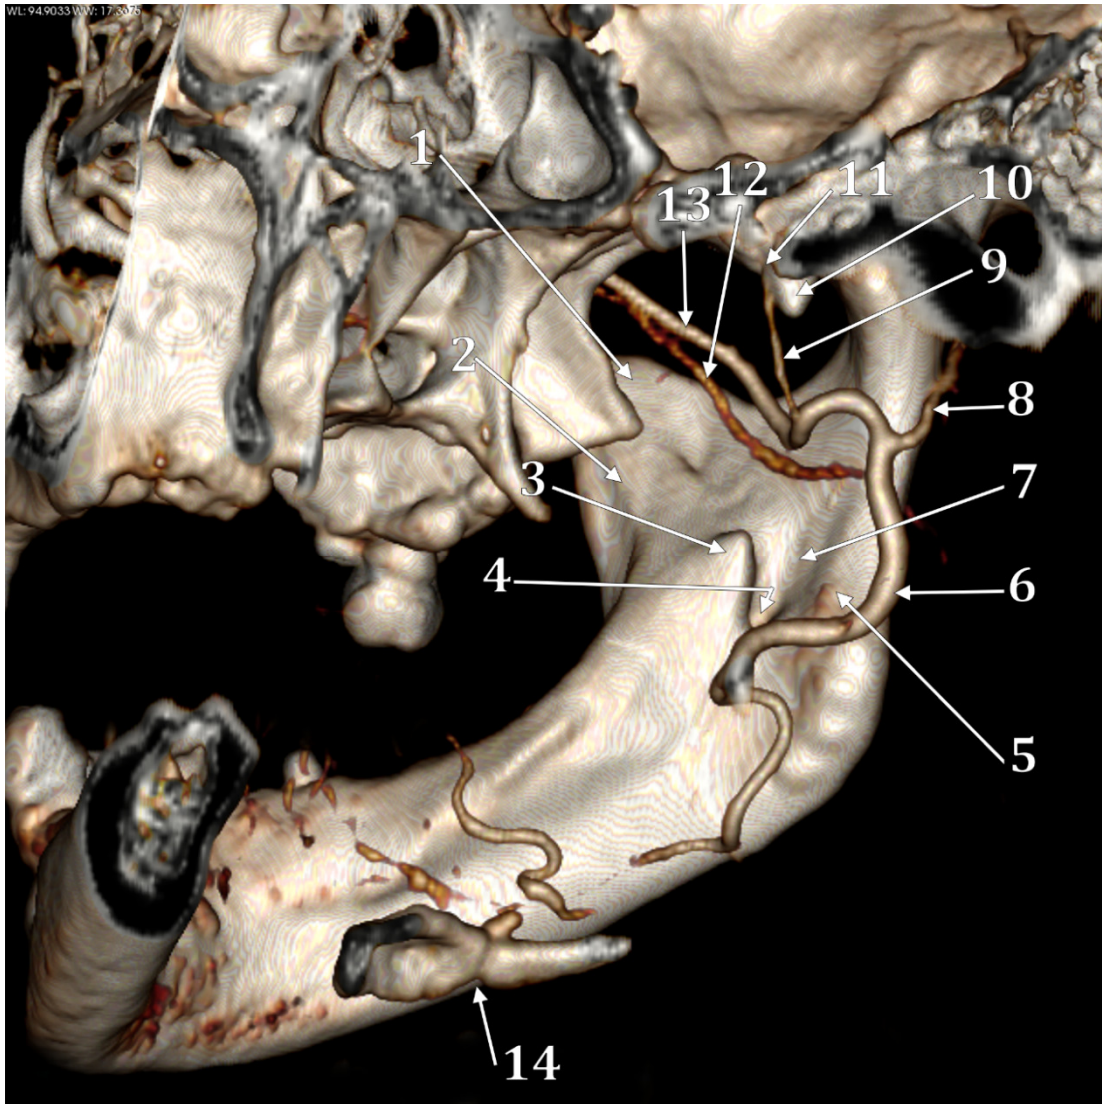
Peretele lateral al spațiului pterigomandibular drept. Randare tridimensională CT, vedere infero-medială. 1.procesul coronoid; 2.creasta temporală (endocoronoidiană); 3.lingula (spina Spix); 4.gaura mandibulară; 5.creasta pterigoidiană (tuberculul pterigoidian superior); 6.a.carotidă externă; 7.sulcus colli; 8.a.temporală superficială; 9.a.meningee medie; 10.spina sfenoidului; 11.gaura spinoasă; 12.vena maxilară; 13.artera maxilară; 14.diartroza hioidiană.
